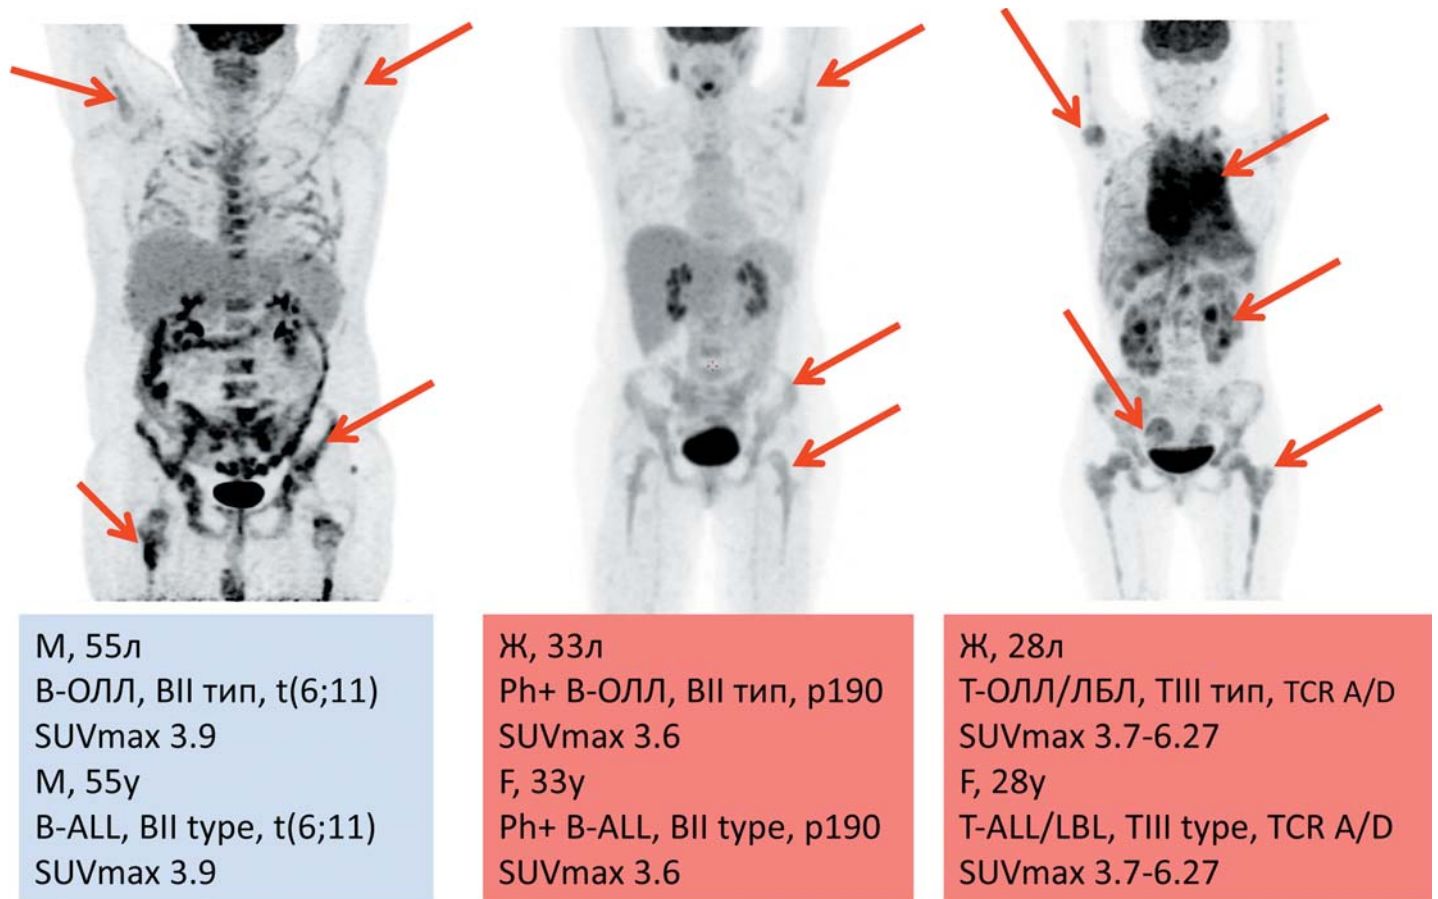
ПЭТ/КТ у больных с впервые выявленным ОЛЛ/ЛБЛ
